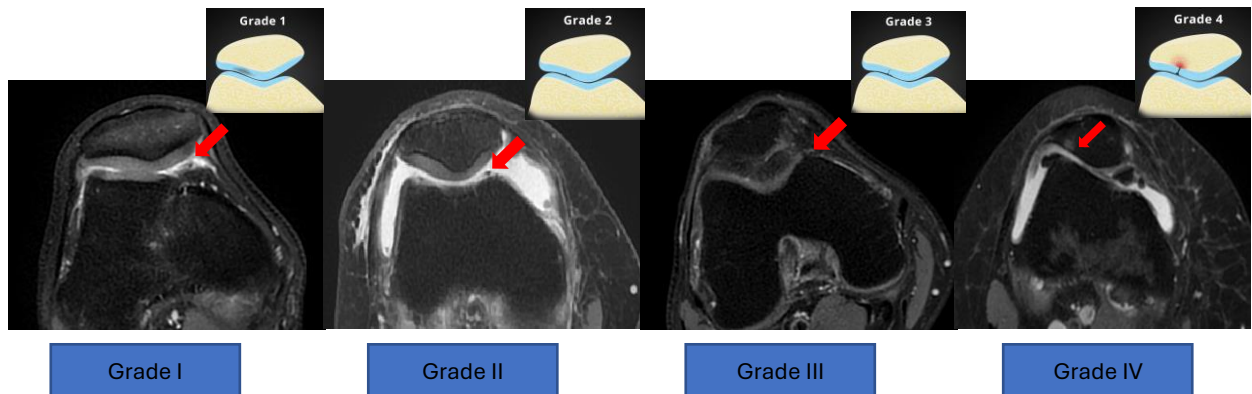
Image IRM du genou en séquence DP FAT SAT axiales montrant les différents grades de chondropathie patellaire selon Outerbridge
